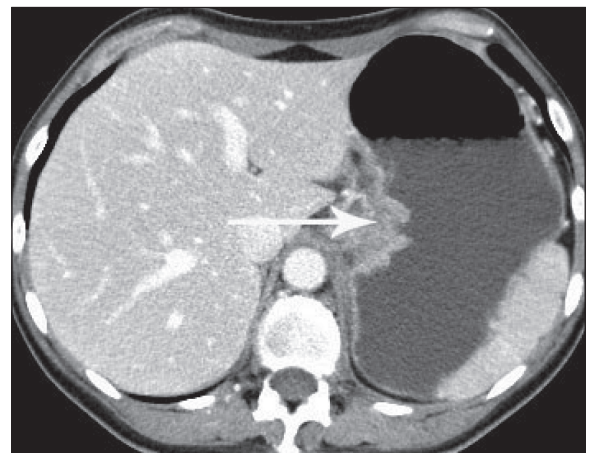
СКТ органов брюшной полости после лечения (клиническое наблюдение 2). Опухоль кардиального и субкардиального отделов желудка с признаками перехода на абдоминальный и внутридиафрагмальный сегменты пищевода, распространением на печеночно-желудочную связку (отмечено стрелкой)
